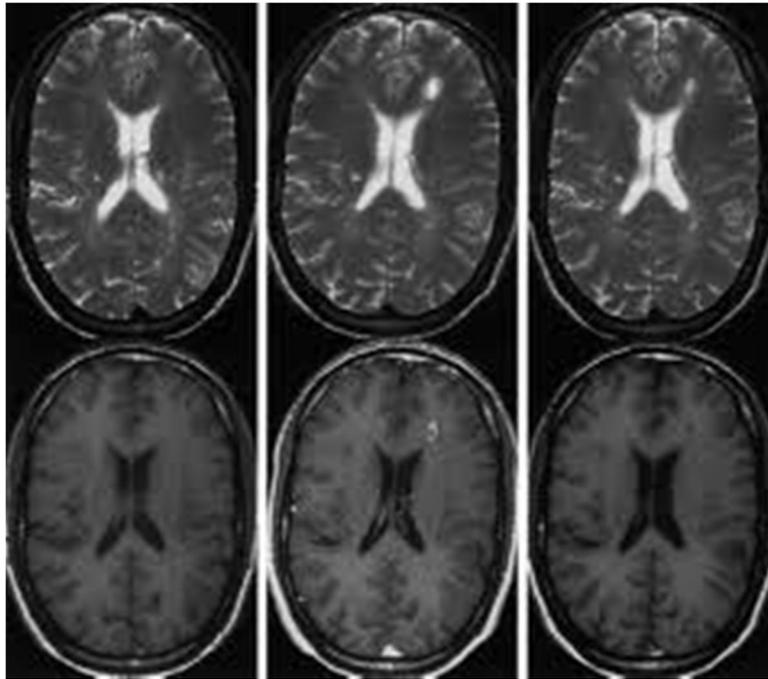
Imagen de RM, secuencia potenciada en T2 en la parte superior de la figura. Secuencia potenciada en T1 en la parte inferior.
